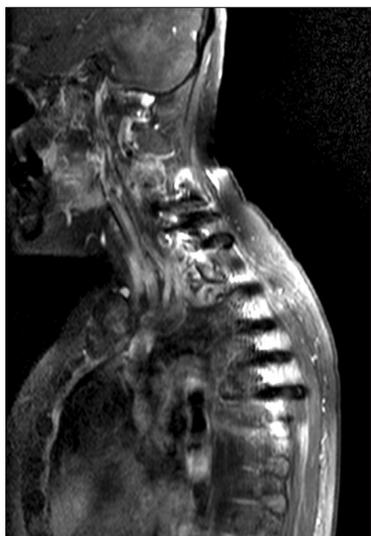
Skin thickening and localized edema of lower cervical and upper thoracic area. There are no definite evidence of cellulitis (gadolinium enhanced T1 weighted sagittal magnetic resonance imaging).
